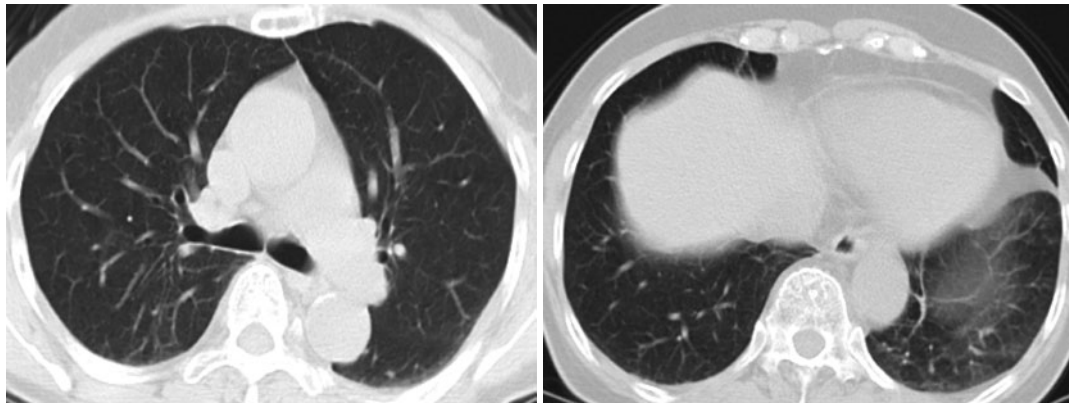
胸部単純CT（ステロイド投与終了1ヶ月後）入院時のCTと比較して、気管支壁の肥厚や部分無気肺、小結節の改善を認める。
